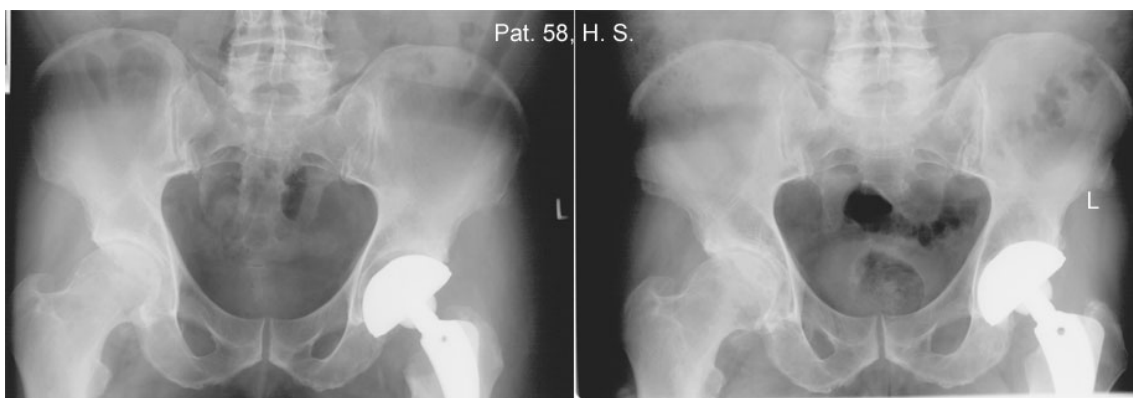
Patient 58 H. S., Röntgenbild unmittelbar postoperativ (links) und am Ende des Nachuntersuchungszeitraums nach 53 Monaten (rechts). Der unmittelbar postoperativ erkennbare zentrale Saum (links) war auf dem Röntgenbild am Ende der Nachuntersuchung nicht mehr nachweisbar (rechts). Das Nachsinken der Pfanne in das Becken war auf dem Röntgenbild erkennbar.
